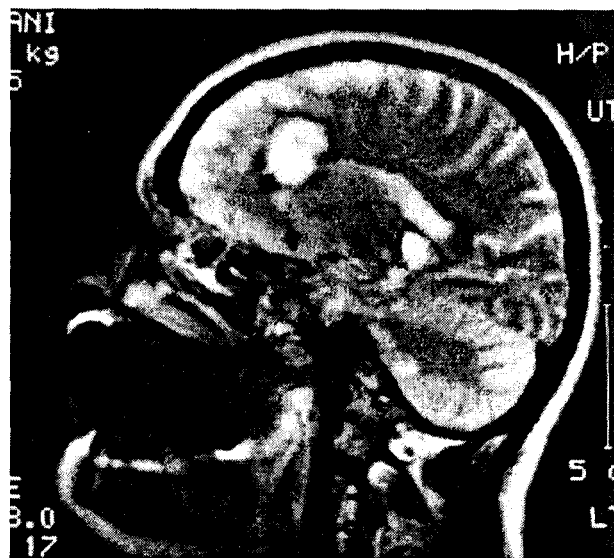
Imaginea prin RMN a unor cavernoame multiple.
